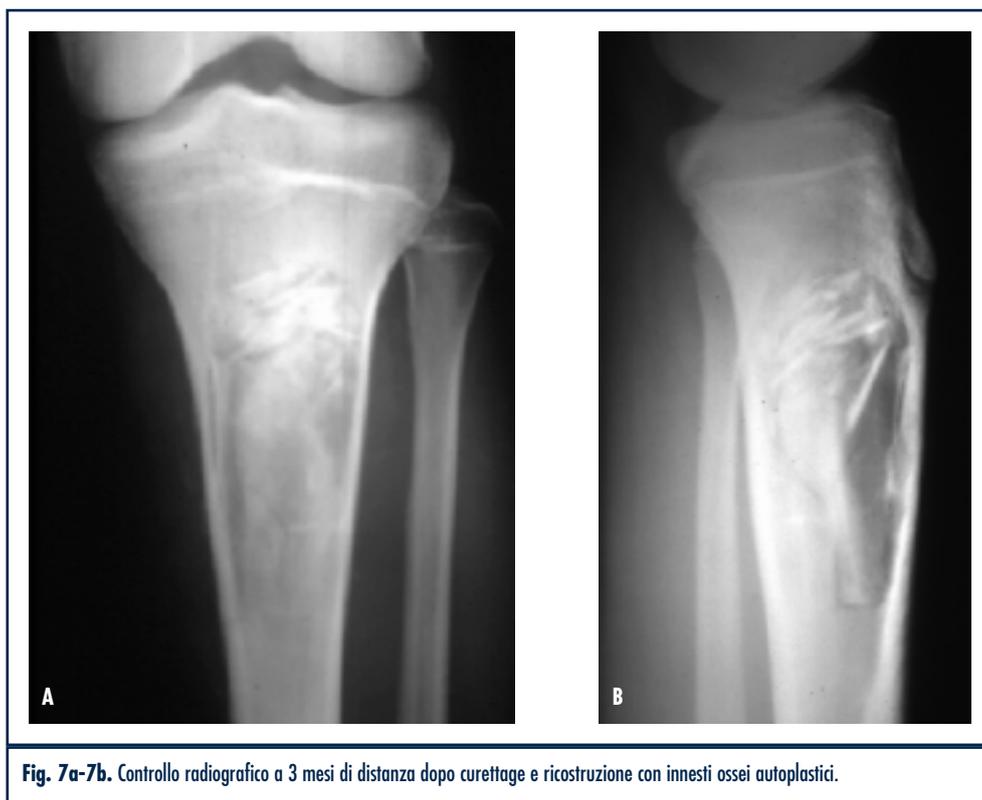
Controllo radiografico a 3 mesi di distanza dopo curettage e ricostruzione con innesti ossei autoplastici.
